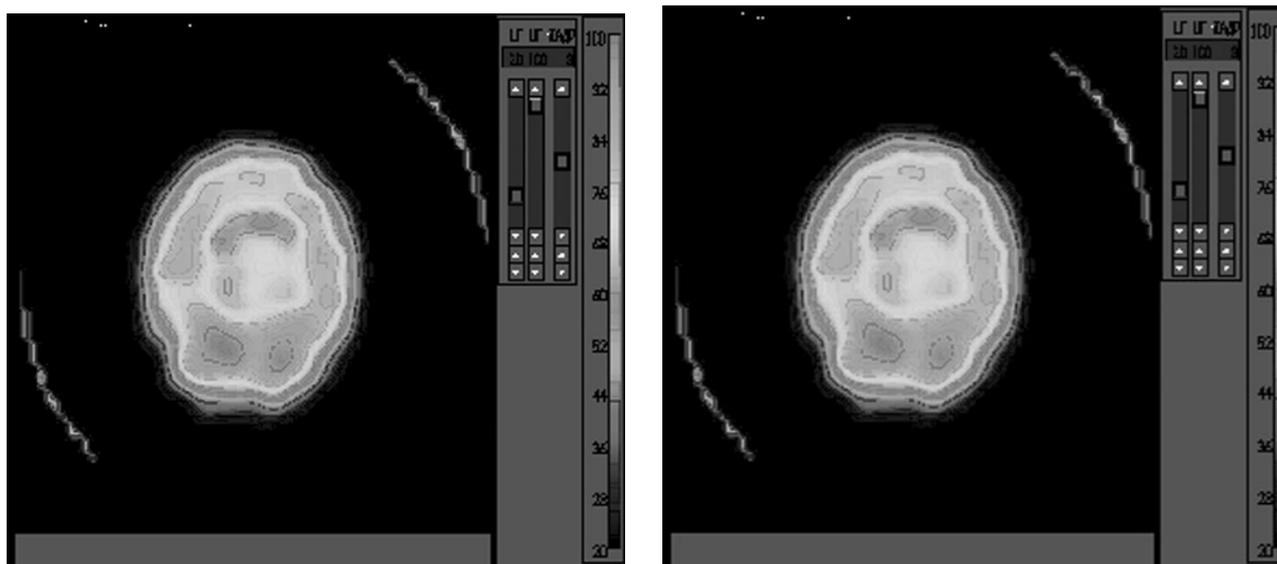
Улучшение перфузии головного мозга через 6 недель терапии.
